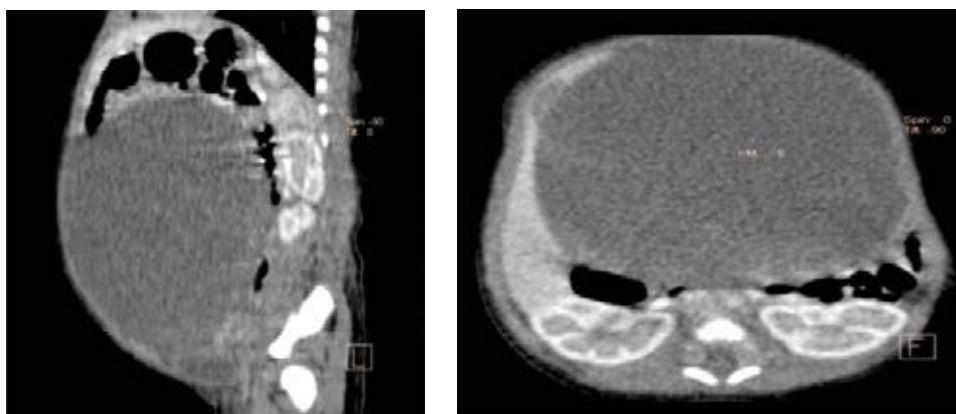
Tomografía de abdomen. Imagen de aspecto quístico con dimensiones de 8.5 x 7.8 x 8 cm, la cual aparece extendida desde el diafragma hasta el piso pélvico, con un origen aparente de anexo derecho
